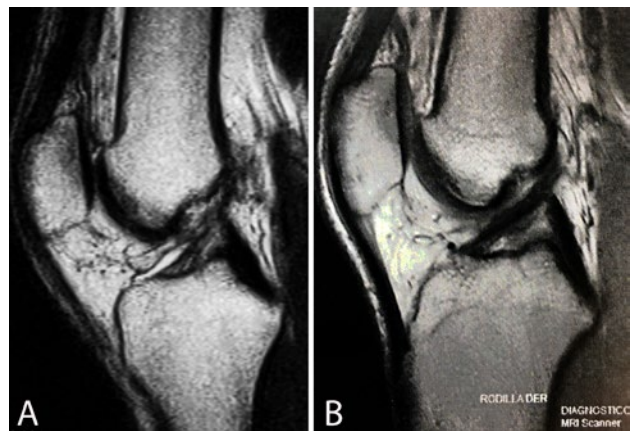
A) Imagen de resonancia magnética (RMI), vista sagital, de rodilla con señal hipertensa y heterogénea del LCA, compatible con una lesión parcial. B) RMI del mismo paciente a los ocho meses postinyección de BMAC y PRP intraligamentario con señal hipointensa y homogénea e isointensa con el LCP, compatible con cicatrización del LCA.
